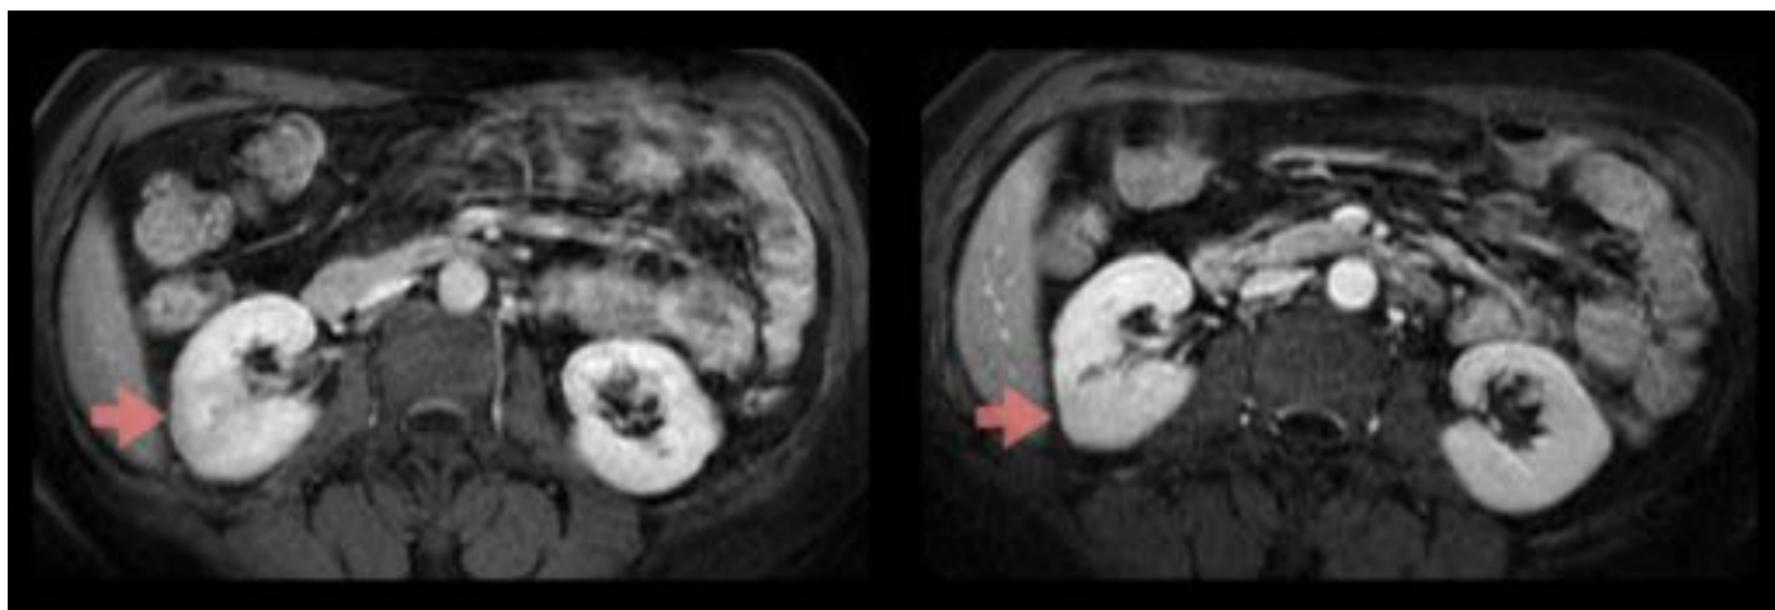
Mismo paciente en que se compara una RM realizada al inicio del tratamiento y una RM tras 3 semanas de evolución.
